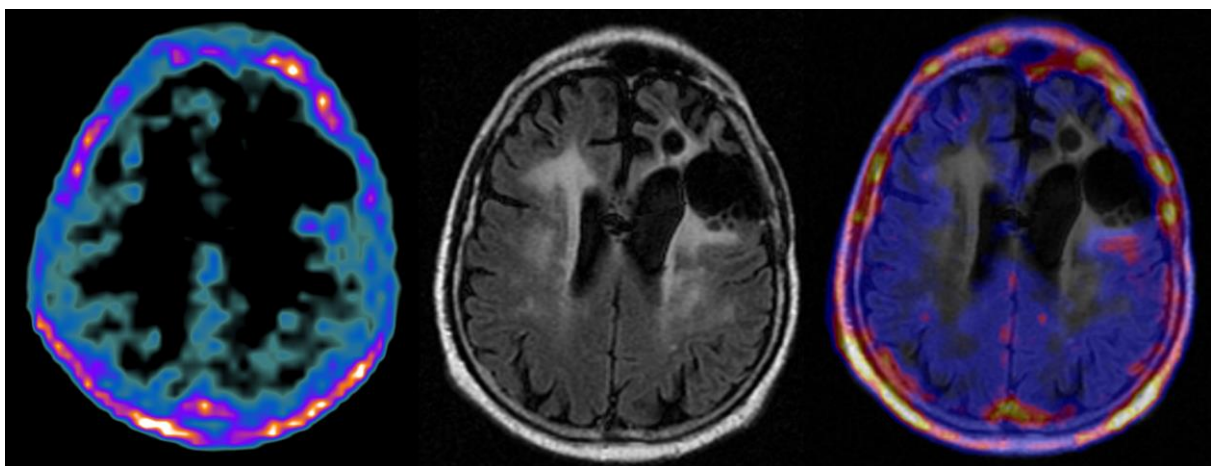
Paciente #26 PET-FCH; RM-T2FLAIR; fusión PET-FCH / RM-T2FLAIR
